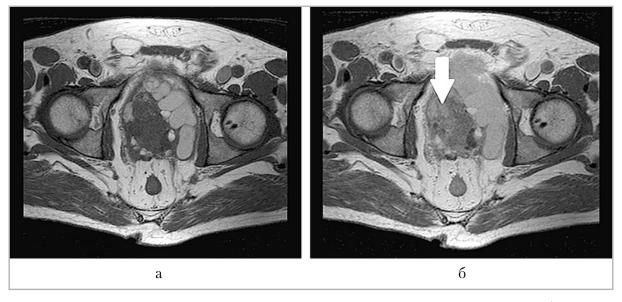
Магнитно-резонансная томограмма малого таза, Т1-ВИ, до (*a*) и после (*б*) внутривенного контрастирования. Отмечается неравномерное накопление контрастного препарата солидным компонентом образования предстательной железы (*стрелка*)
